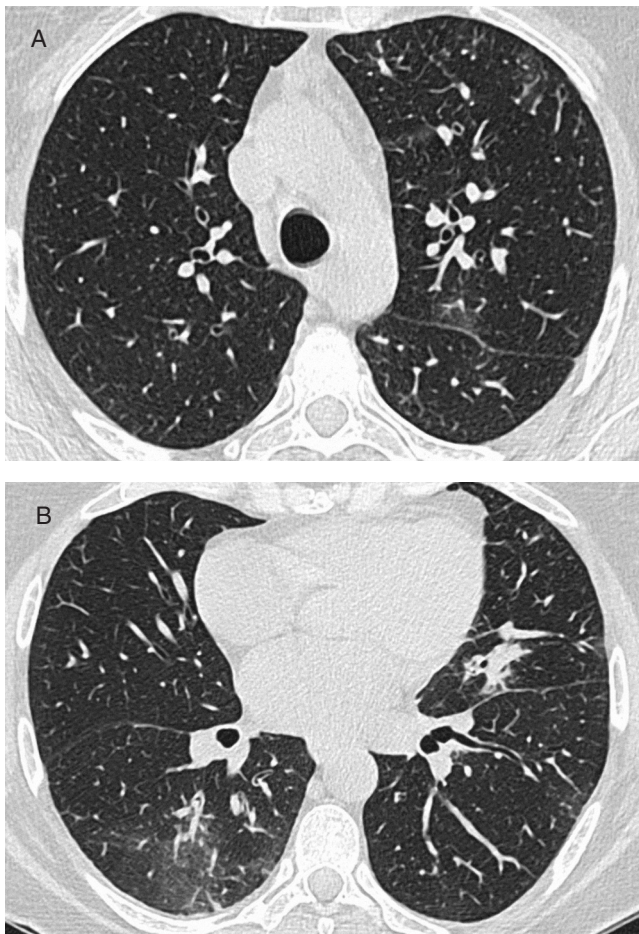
МСКТ ОГК пациентки Е.
